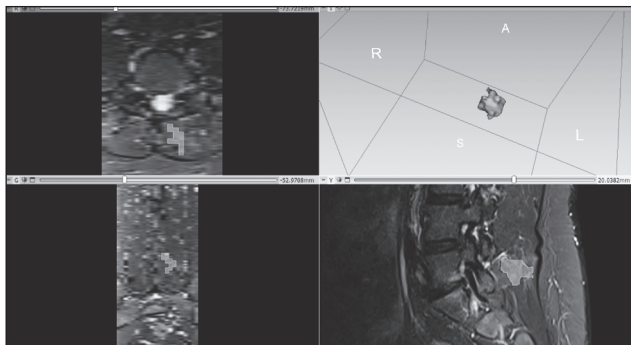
Clinical example of measuring the volume of the postoperative scar (on MRI scans three months after surgery) in patient M., 45 years old, who underwent UBE at the L4-L5 level
